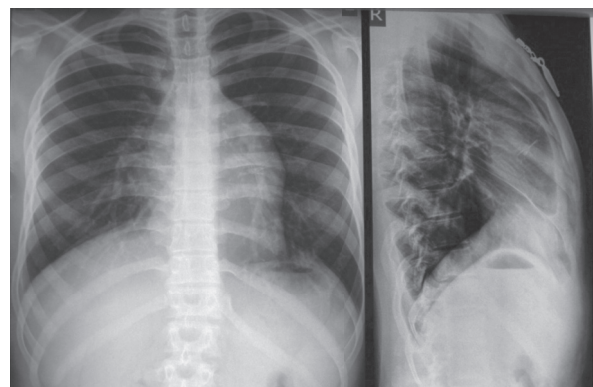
Оглядова рентгенограма після першого етапу оперативного лікування.
